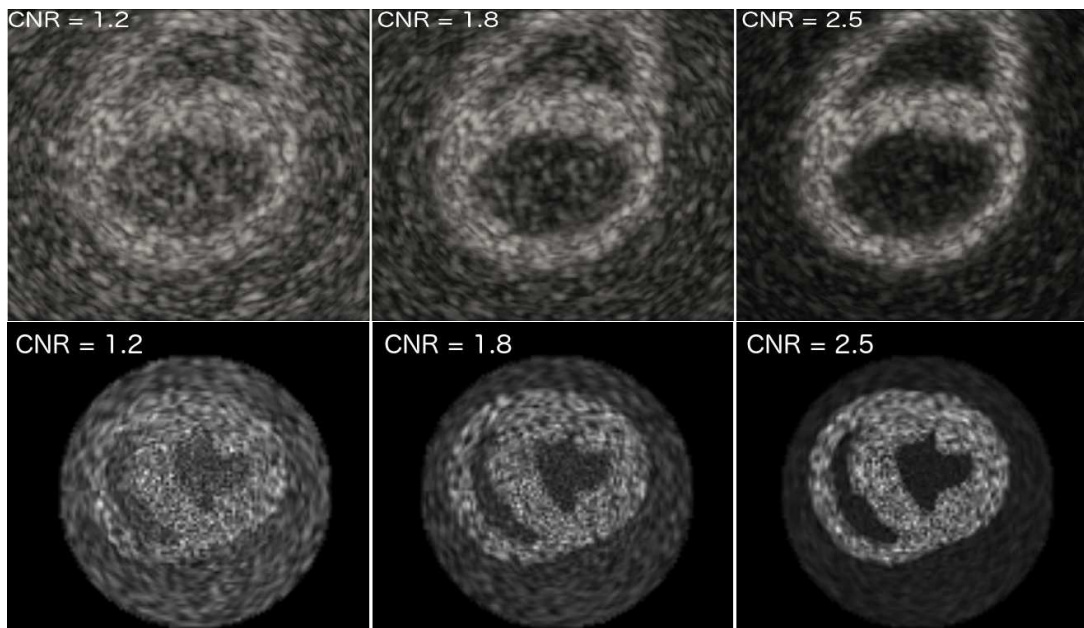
Ejemplo de las imágenes de ultrasonido con diferente relación de señal a ruido simulada modificando el contraste del tejido, CNR, respecto a la sangre para el conjunto de datos *Straus* (arriba) y el conjunto de datos propuesto *Canino* (abajo).
